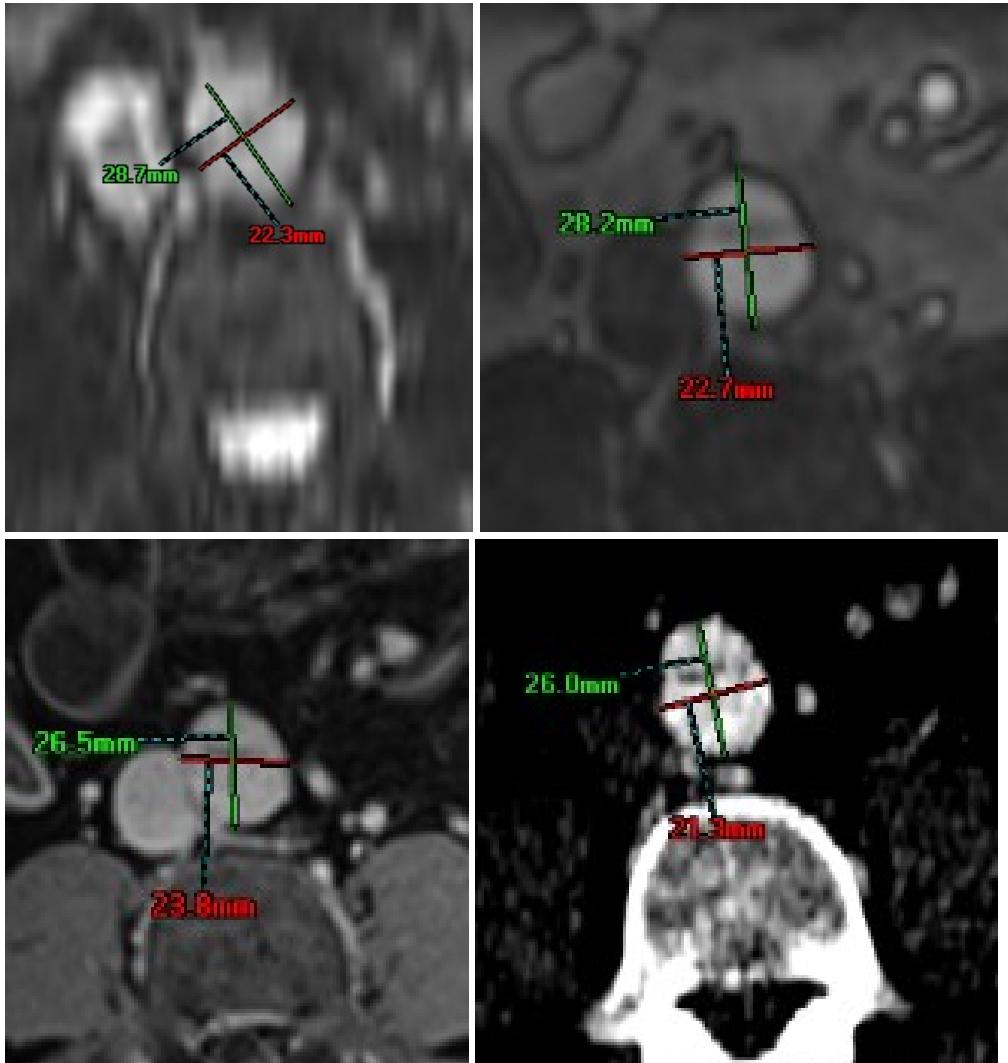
Durchmesser Aorta desc., distaler Abschnitt der Pathologie, QISS-MRA (l.-o.), SPACE-MRA (m.-o.), CE-MRA (r.-o.), VIBE-MRI (l.-u.), CE-CTA (r.-u.), (MPR-Rekonst.: transversal), Pat. 7
